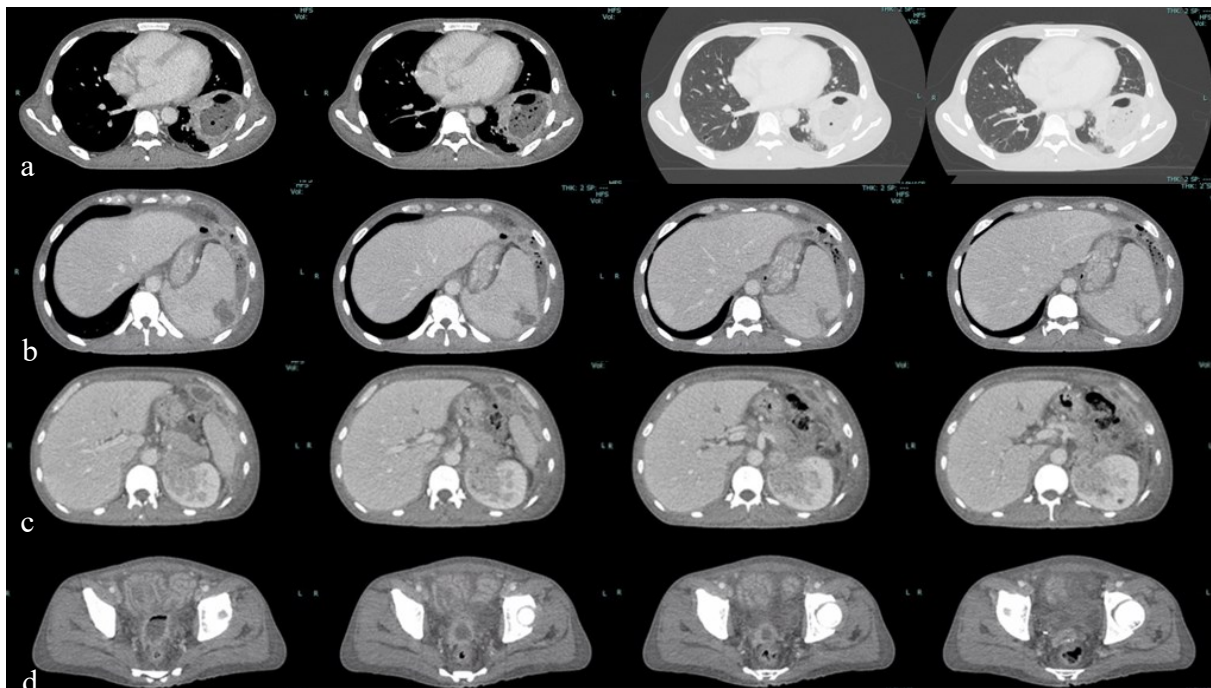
CT of the chest and whole abdomen demonstrated the following: a. A large lung abscess at left lower lung areas; b. A perisplenic abscess extended to the left thoracic cavity; c. An intrarenal abscess in the upper pole of the left kidney with left adrenal gland extension; and d. A large abscess at the rectovesical pouch
